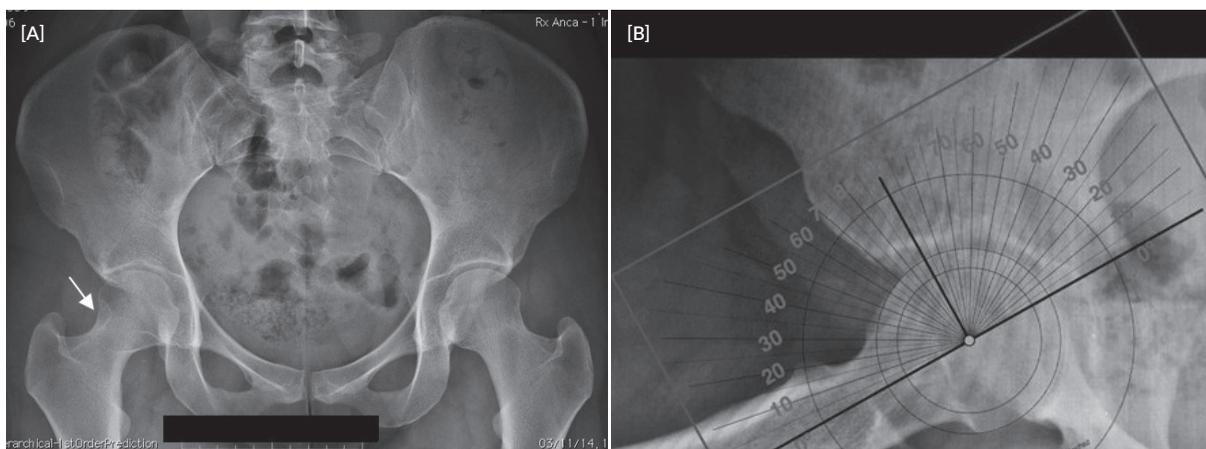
Radiografia simples. (A) Ântero-posterior da bacia com presença de imagem subtração no bordo lateral do colo femoral (seta branca). (B) perfil da anca direita com perda de *offset* e ligeiro aumento do ângulo alfa do colo femoral ântero-lateral de 60°.
